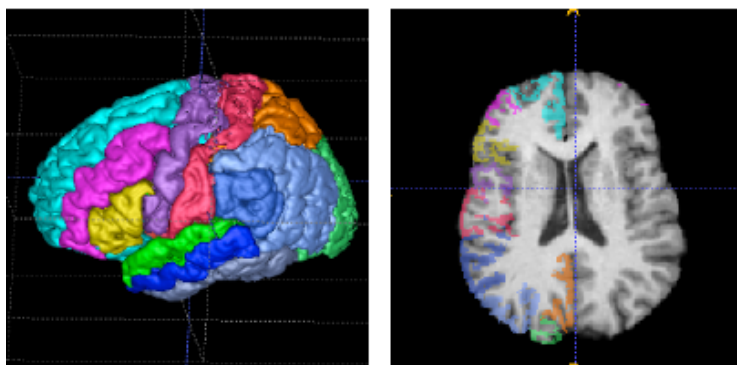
Aplicación de segmentación por atlas para estudio de resonancia magnética cerebral. Luego de efectuada la registración con un atlas completo de cerebro (izquierda), regiones específicas de la corteza cerebral son segmentadas en la imagen (derecha). Adaptado de [49]
